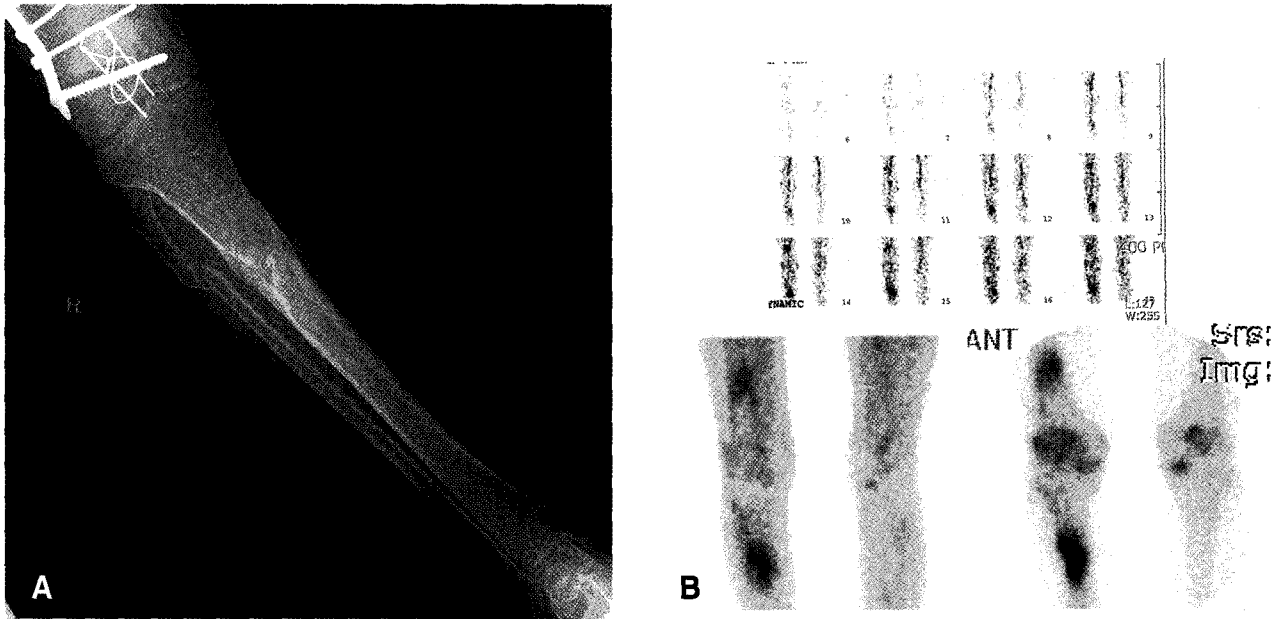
Chronic osteomyelitis. (A) Plain radiography shows irregular wavy cortical thickening of right proximal tibia, and accompanied old healed fracture of right proximal fibula. (B) Three phase bone scan shows acute increased perfusion on dynamic image (upper), increased vascular pool activity (left lower) and increased bony uptake on delayed image (right lower).
